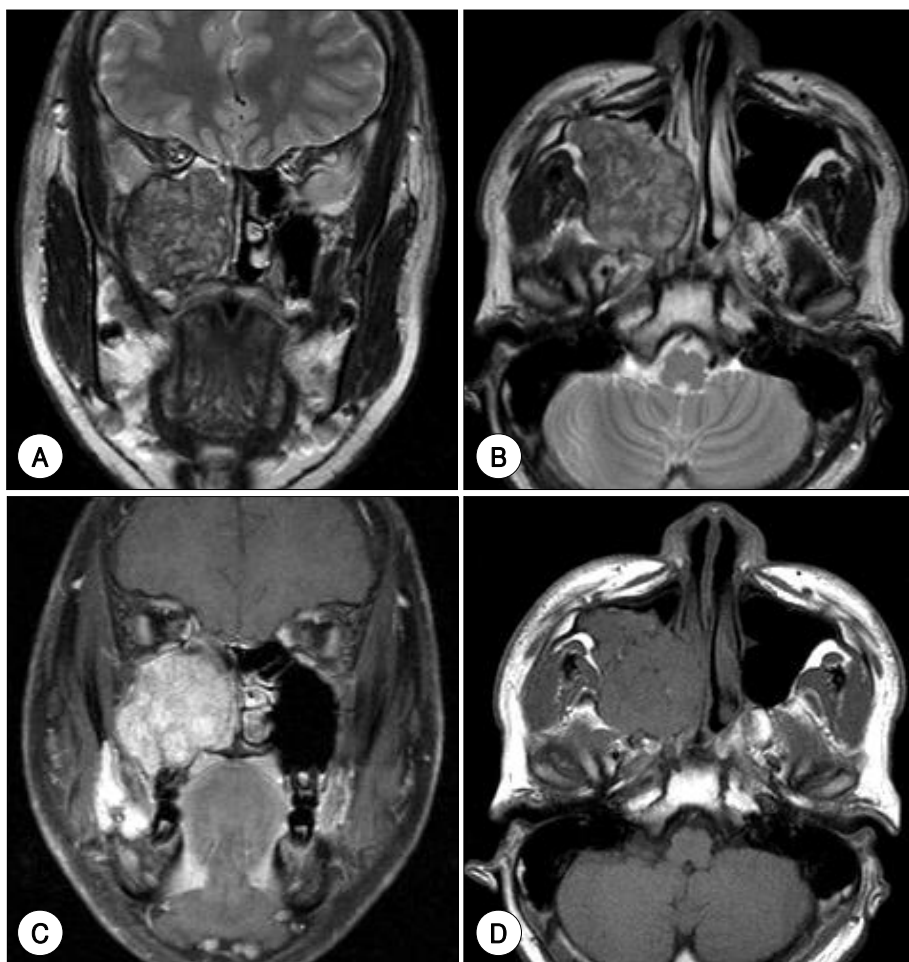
Preoperative paranasal MRI findings show a well enhanced and lobulated 4.5×3.9×4.2 cm sized tumor mass in right maxillary sinus with low signal intensity at T1 weighted image (T1WI) and mixed heterogenous intermediate signal intensity at T2 weighted image (T2WI). Well enhanced lesion was shown in both ramus of mandible at gadolinium-enhanced T1WI. A : Coronal T2WI. B : Axial T2WI. C : Coronal gadolinium-enhanced T1WI. D : Axial T1WI.
